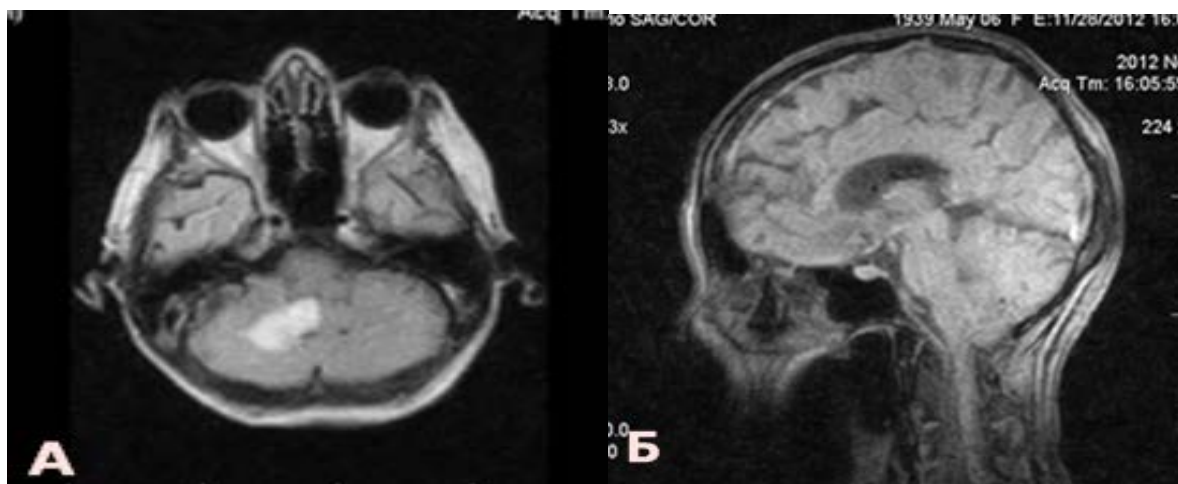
Магнитно-резонансная томография головного мозга. Больной. Д., 73 лет. Ишемия правого полушария мозжечка в бассейне ЗНМА .
